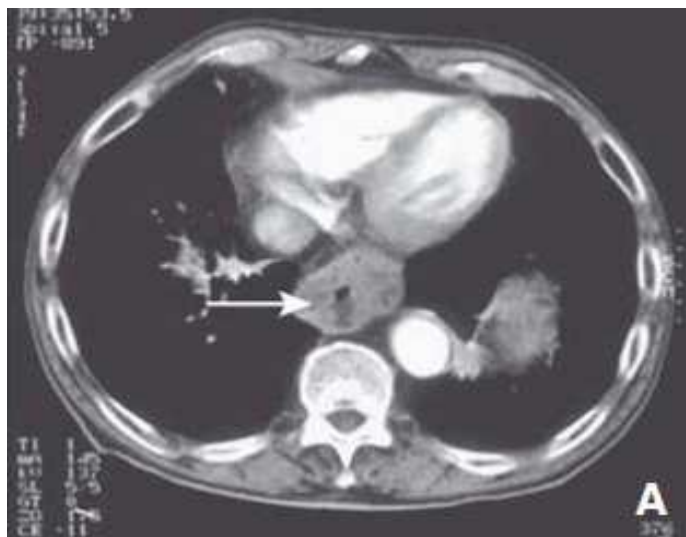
TDM montrant une tumeur de bas œsophage [83].
